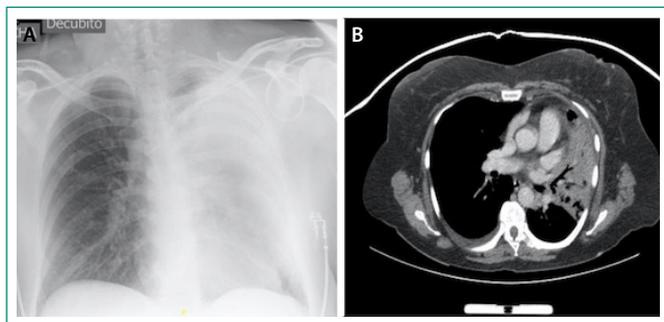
A: radiografía de tórax que muestra velamiento del hemitórax izquierdo. B: condensación con broncograma aéreo que afecta a la mayor parte del LSI en relación con neumonía. Se observa moderada desviación mediastínica hacia el hemitórax izquierdo; pequeño derrame pleural bilateral
